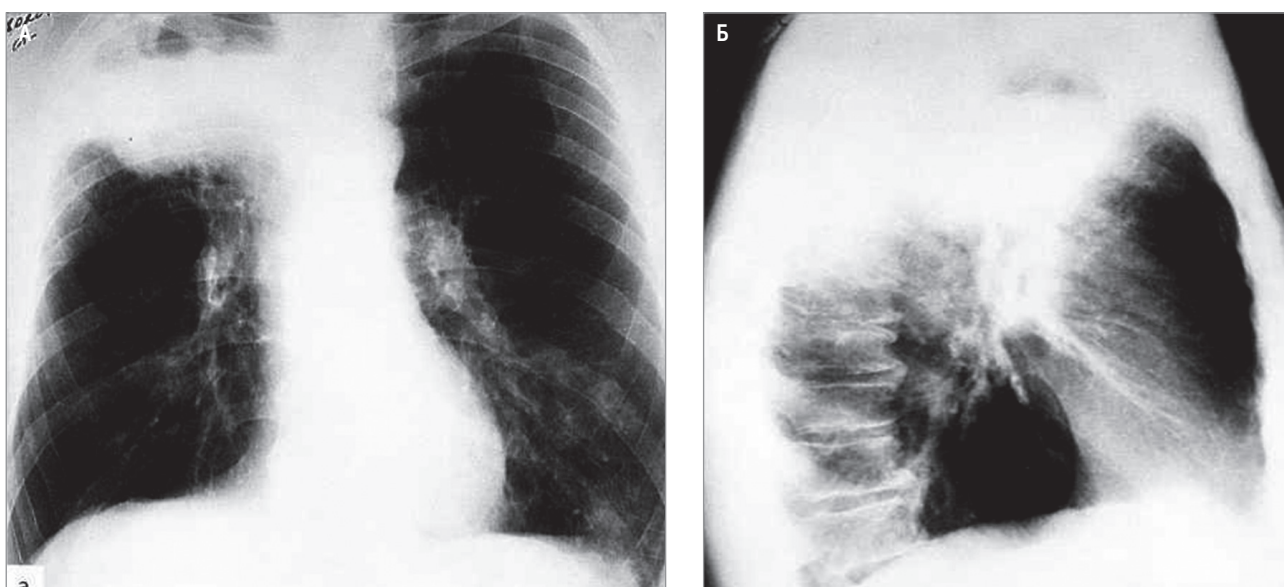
Острый абсцесс верхней доли правого легкого, осложненный кровотечением: А – рентгенограмма в прямой проекции; Б – в правой боковой проекции
